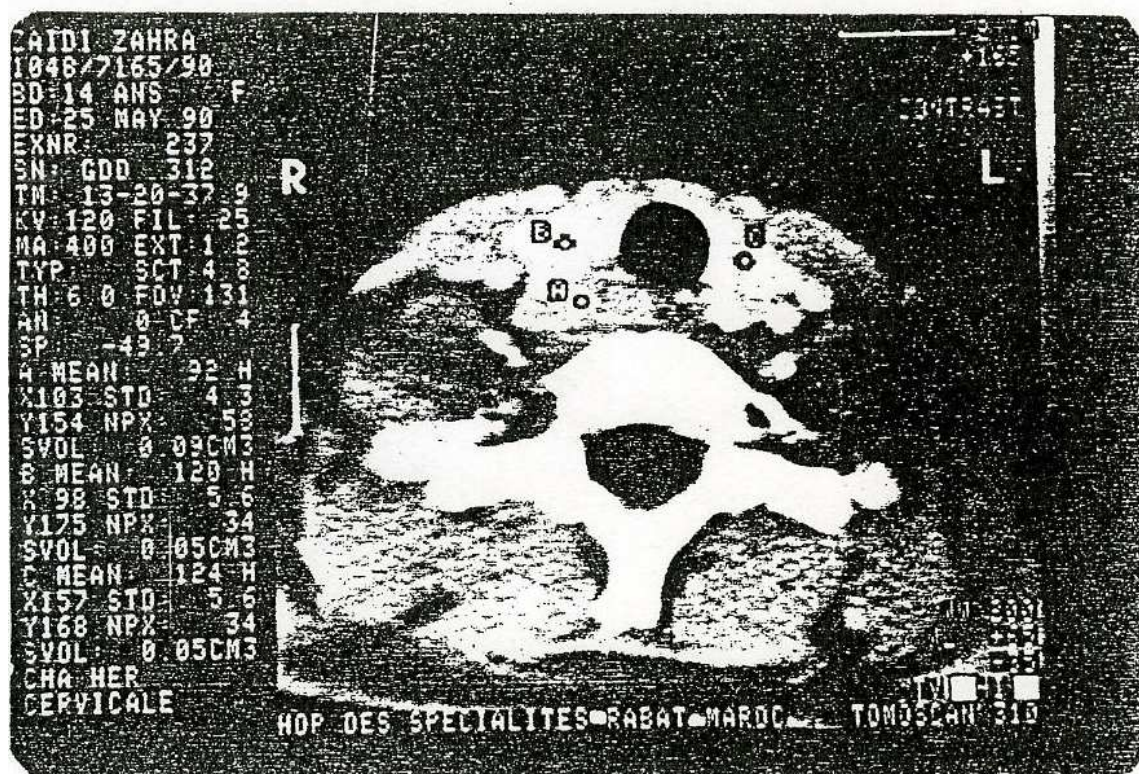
TDM cervicale : coupe axiale avec injection de produit de contrast.
